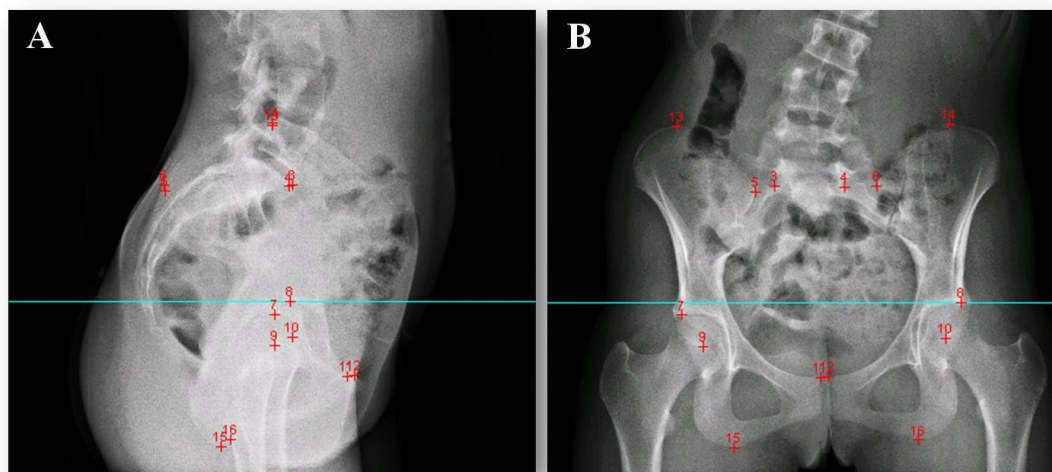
Sommet de l'arcade de l'acétabulum droit (8) est identifié sur la radiographie latérale (A). Une ligne horizontale permet de localiser ce repère anatomique sur la radiographie frontale (B).
